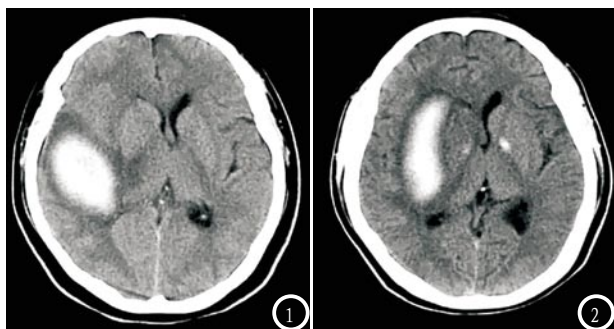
CT平扫可见患者右侧基底节出现类圆形高密度影，密度均匀，周围可见低密度水肿带，右侧脑室受压。
